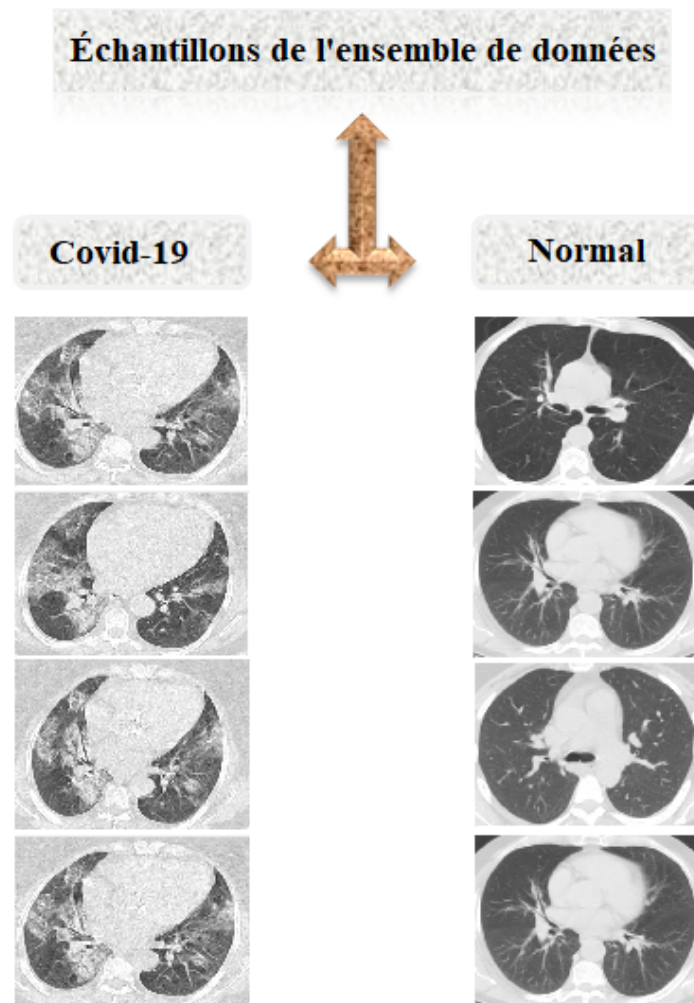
Exemples d'images de "CT scan" COVID19 positives/négatives.
